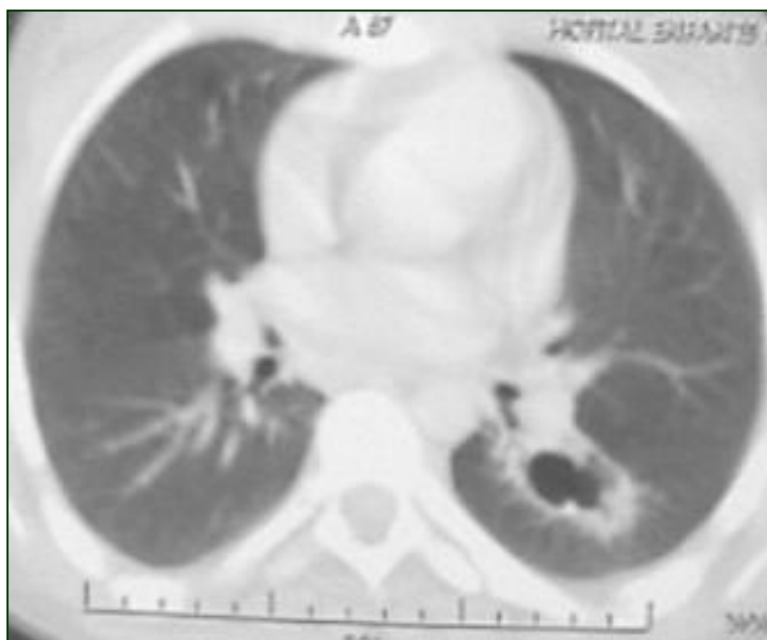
TDM thoracique en coupe montrant un nodule pulmonaire excavé gauche.
